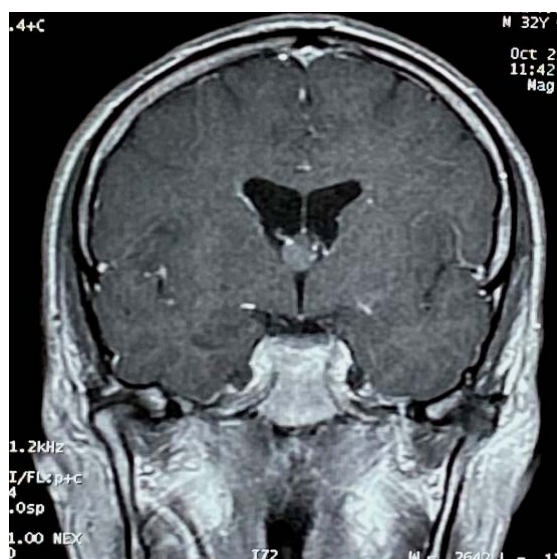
IRM cérébrale du patient numéro 3, coupe coronale qui montre une formation arrondie du septum pellucidum, bien limitée, en hypersignal T1.
